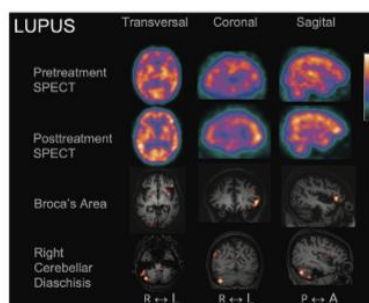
A 44-year-old patient diagnosed with systemic lupus erythematosus. It should be presenting with renal impairment, weight loss and persistent proteinuria. After 2 years of the treatment, the patient had disease reactivation with neuropsychiatric involvement, presenting acute confusional state and aphasia. Magnetic resonance imaging findings cerebral infarctions in multiple territories and vasculitis in the left frontal inferior gyrus. Single photon emission computed tomography showed marked perfusion deficit in the Broca's area. After treatment with corticosteroids, she recovered the speech and increased perfusion on Broca's area evidence by SISCOP
